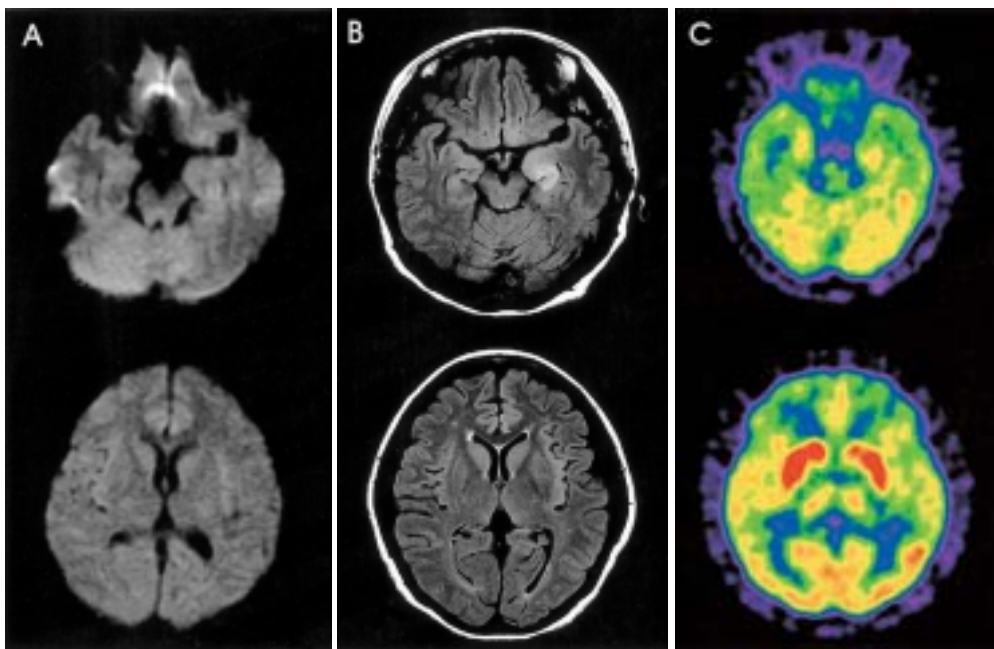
Follow up brain MRI 11 days after 1st MRI. Normalized SI in limbic area was noted in DWI (A) and reduced and localized to the left amygdala, hippocampus and insula in FLAIR image (B). (C) Follow up ^{18}F FDG-PET. Glucose metabolism in limbic area was normalized except bilateral basal ganglia.
